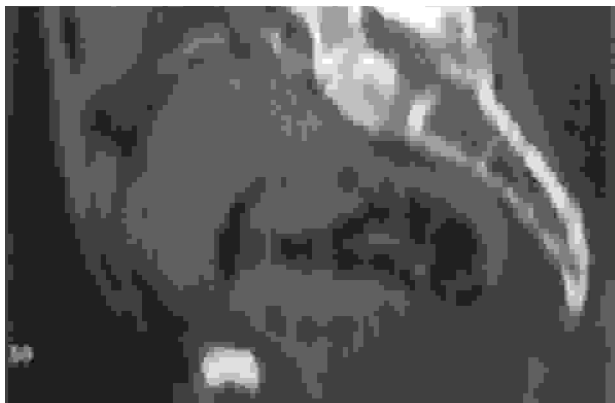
Ricostruzione coronale TC: raccolta fluida pelvica con nel contesto ansa intestinale distesa.
